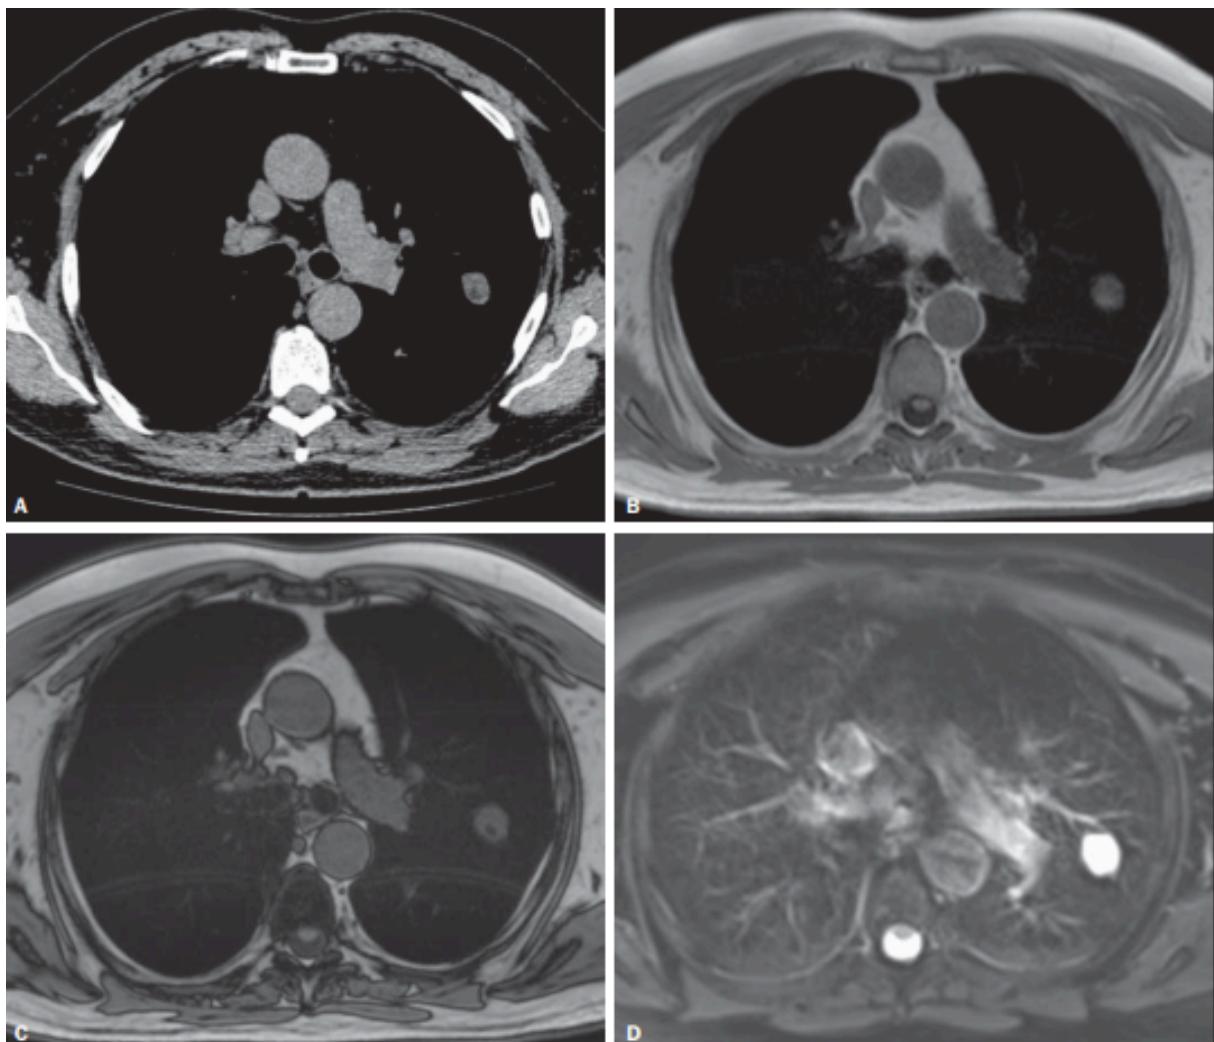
Paciente de 56 anos de idade com câncer pancreático. A: Imagem axial de TC mostrando áreas de baixa atenuação dentro do nódulo. Este nódulo apresentou atenuação média de -33 HU. Imagens em fase (B) e fora de fase (C) mostrando perda de sinal no nódulo, sugerindo hamartoma. D: Sequência ponderada em T2 mostrando alta intensidade de sinal do nódulo.
